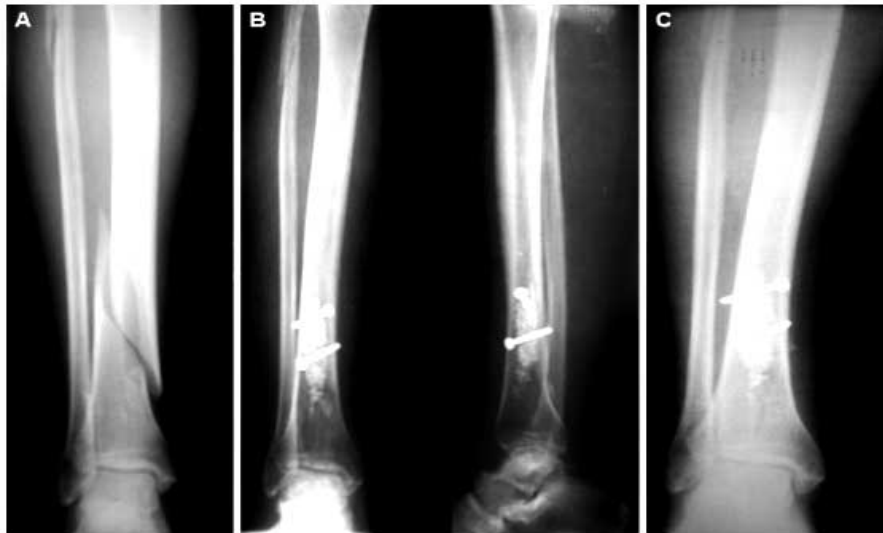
A- Fractura diafisaria distal de tibia. B- Osteosíntesis interna e implante de hidroxiapatita. C. Radiografía evolutiva a las 7 semanas de evolución.
